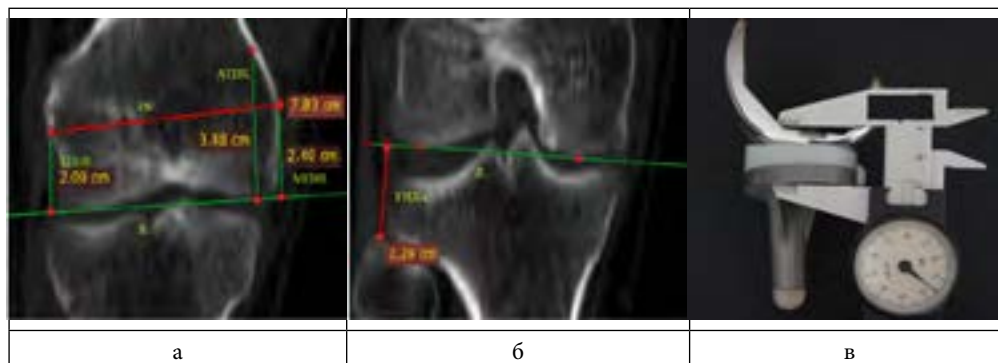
КТ коленного сустава фронтальная проекция этап планирования: а - определение уровня щели коленного сустава по анатомическим ориентирам бедренной кости; б - по вершине головки малоберцовой кости, в - измерение толщины протеза штангенциркулем.
